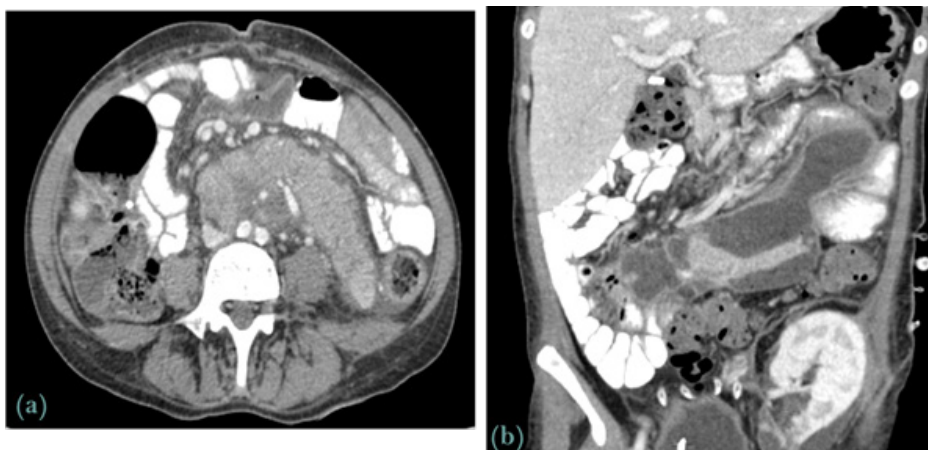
(a) Achados no pós-operatório imediato. Observa-se alguma globosidade do enxerto pancreático, associada a pequena quantidade de líquido livre e ligeira densificação da gordura adjacente. Estes achados resolveram espontaneamente nas semanas seguintes. (b) Coleções líquidas peri-pancreáticas. Reformatação coronal de TC abdomino-pélvico que demonstrou múltiplas coleções líquidas adjacentes ao enxerto que correspondiam a seromas.
